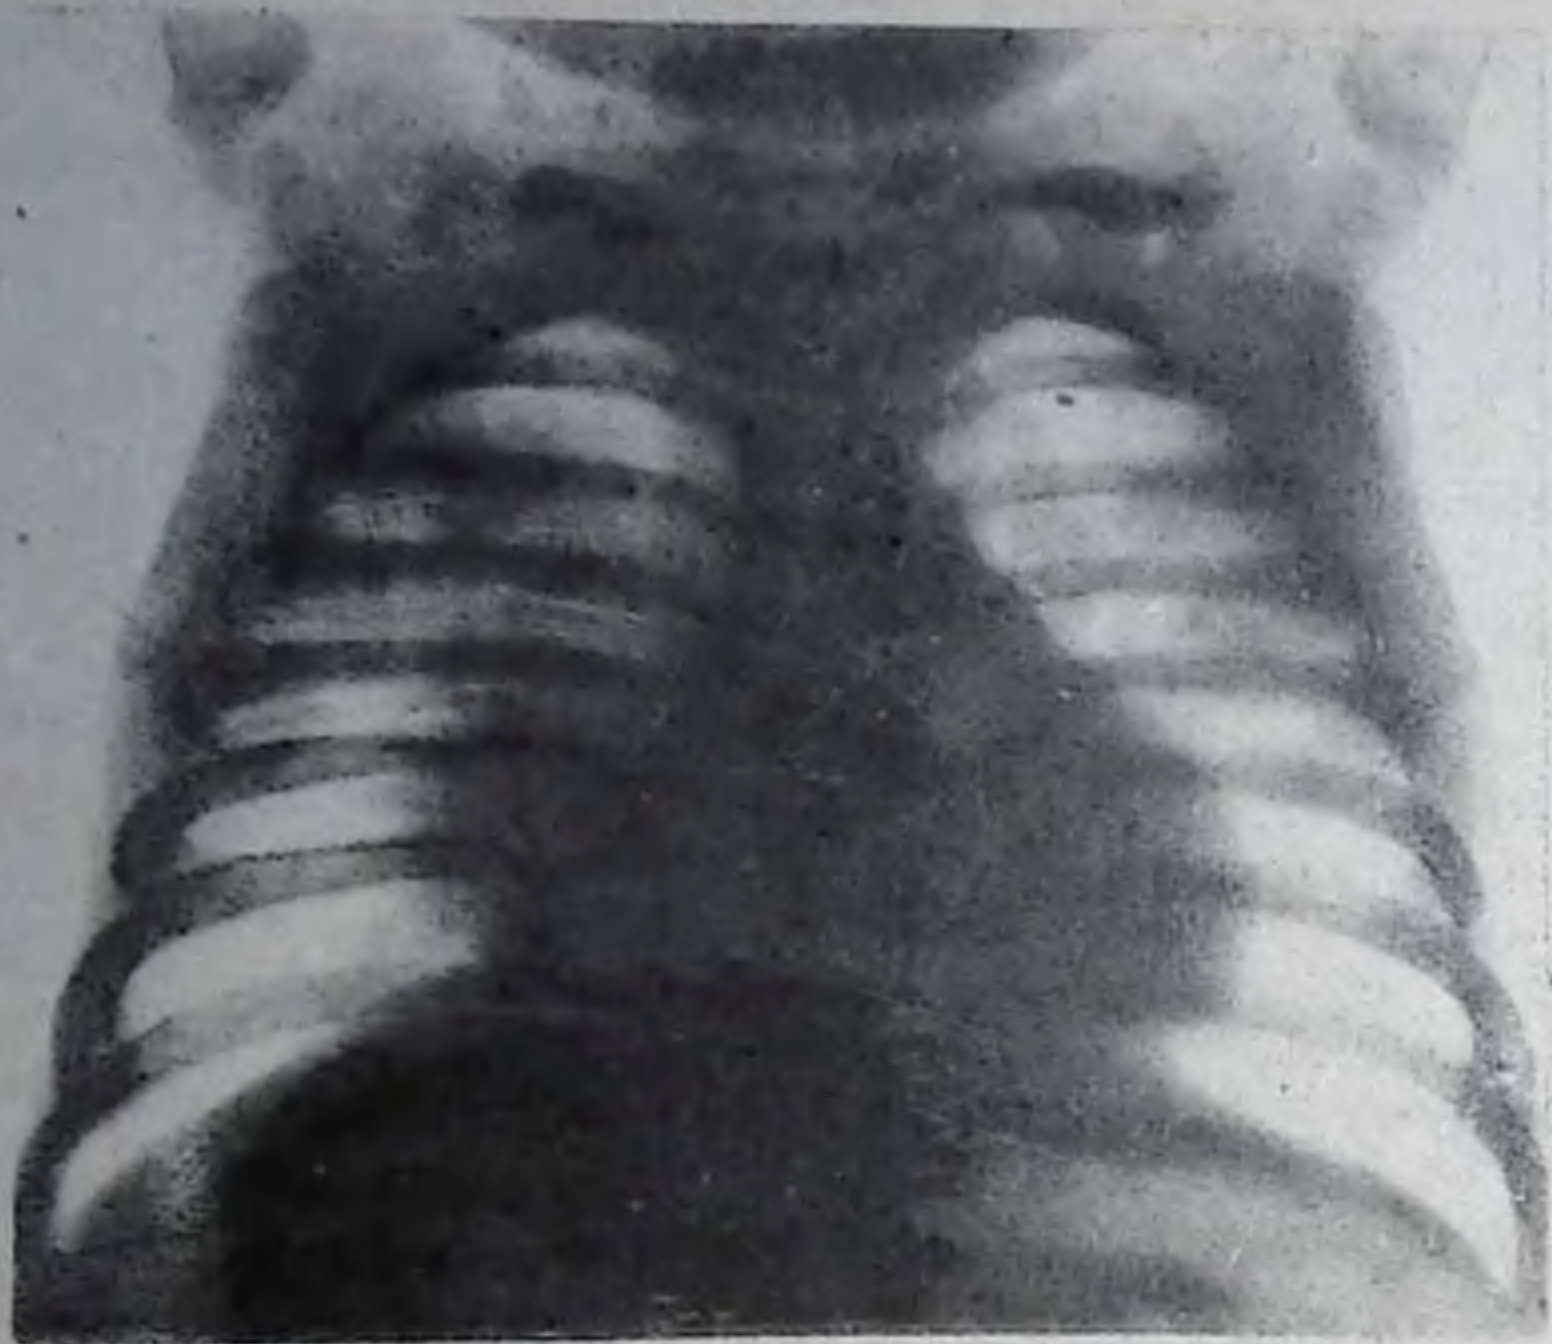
Рентгенограмма грудной клетки в прямой проекции. Справа во втором межреберье инфильтративное затемнение, связанное с увеличенным и инфильтрированным корнем. Первичный комплекс в фазе инфильтрации.
